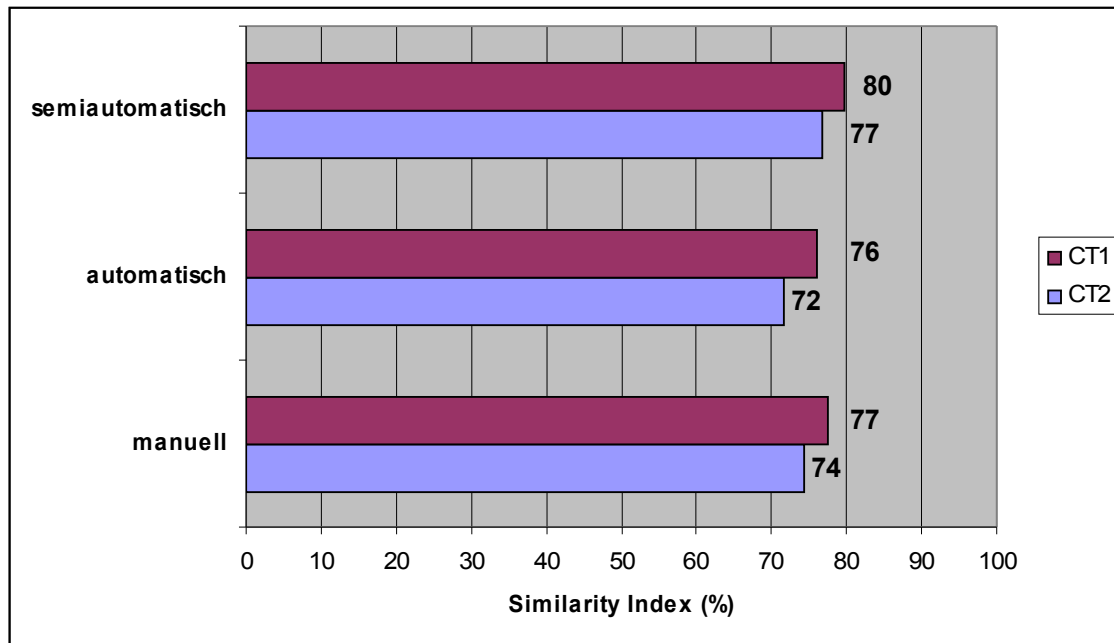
Durchschnittlicher Similarity Index der jeweiligen Einzeichner bei den unterschiedlichen Zielvolumengenerierungsverfahren bei den 2 CT-Datensätzen
